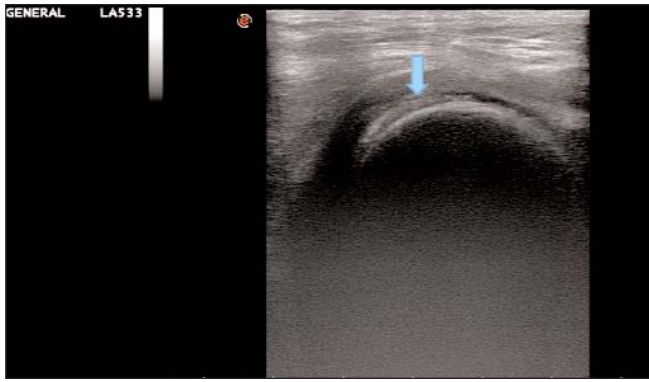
УЗИ коленных суставов¹: «пунктирная» линия в толще хряща (признак хондрокальциноза, стрелка)
